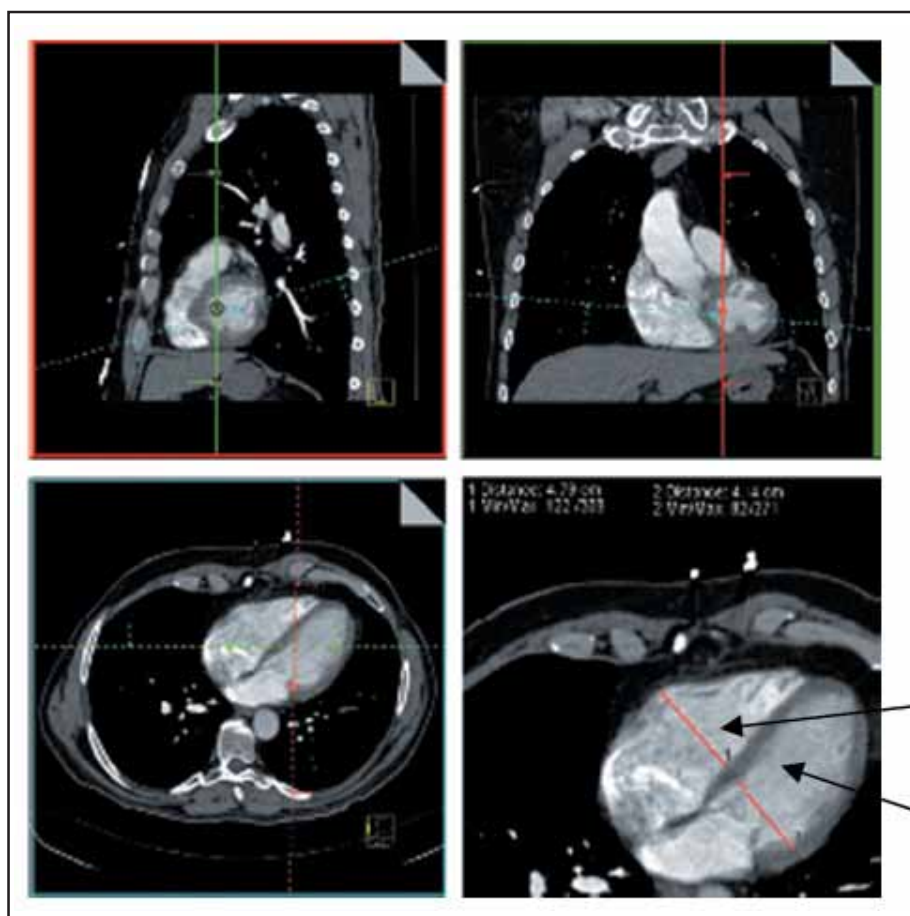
Tomografia de quatro câmaras com reconstrução multiplanar para mensuração das cavidades ventriculares. VD = ventrículo direito; VE = ventrículo esquerdo.
